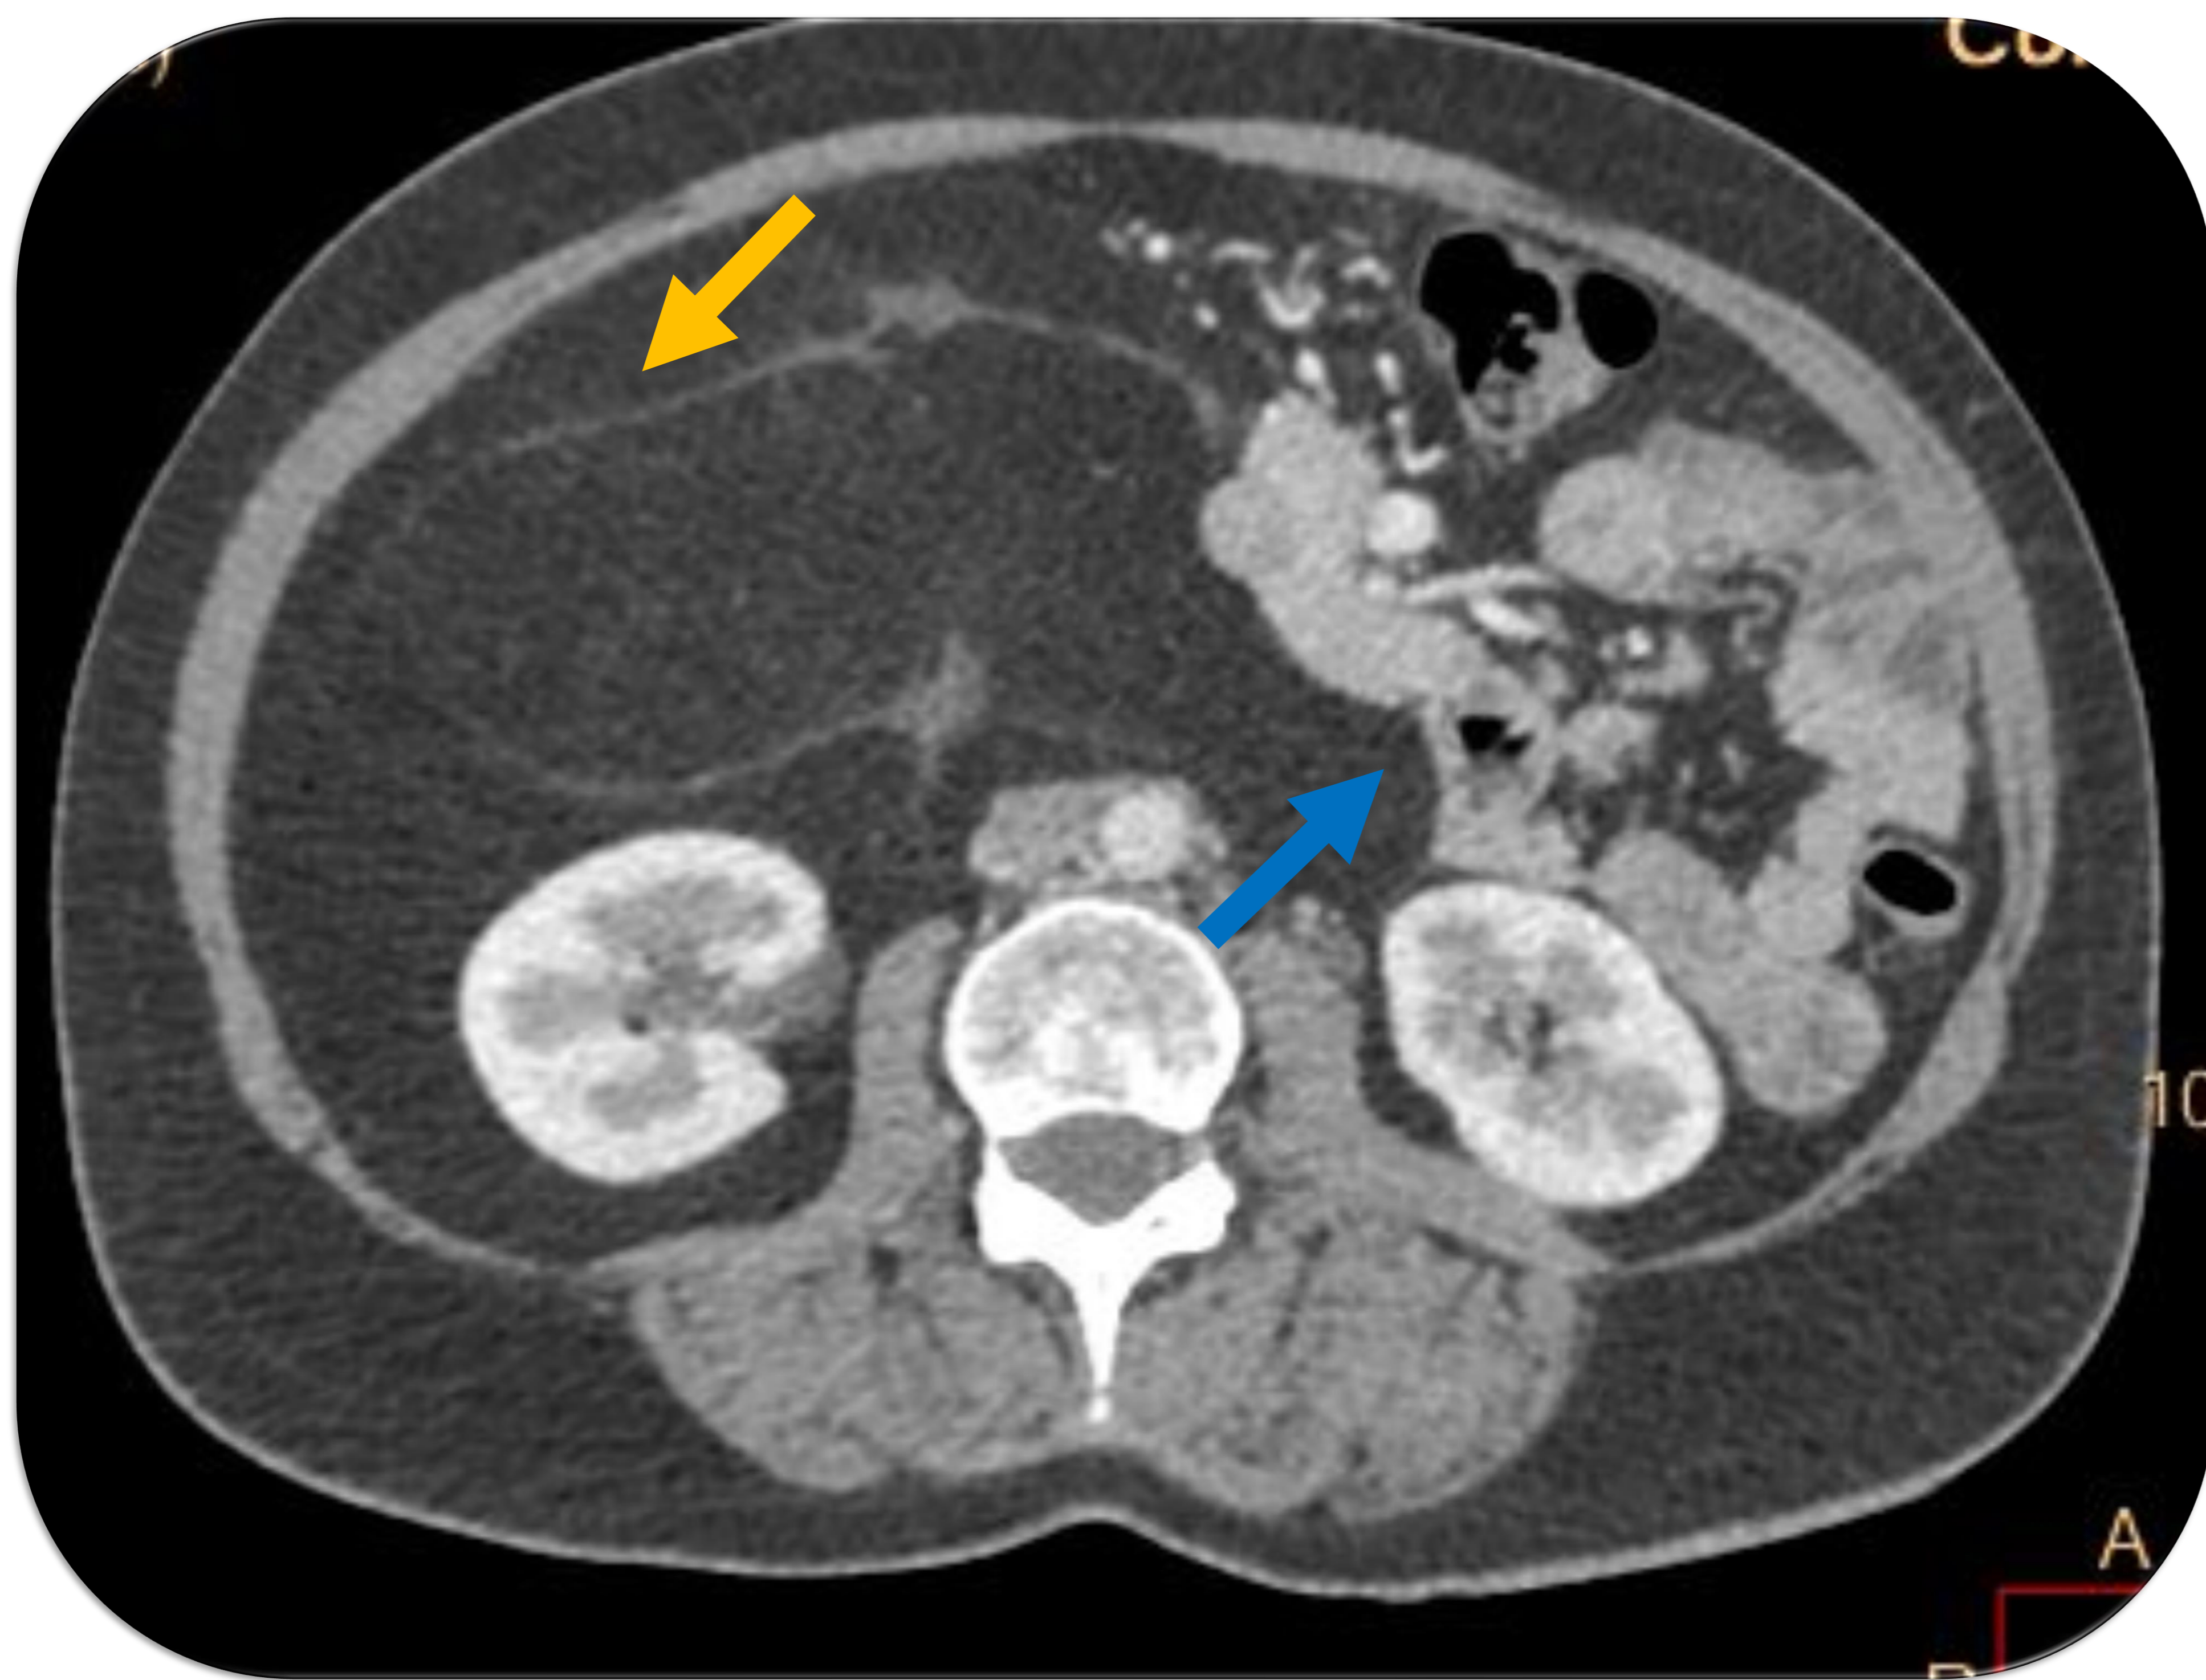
y 10 (TAC abdominal con CIV en fase portal, cortes axial y coronal):
